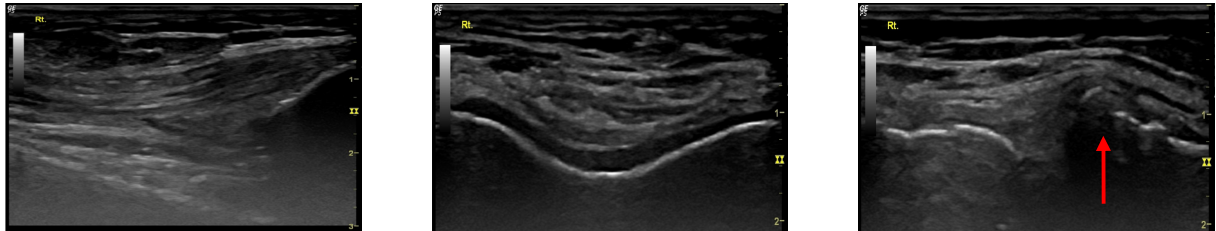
Ultrasound findings of case 3.
